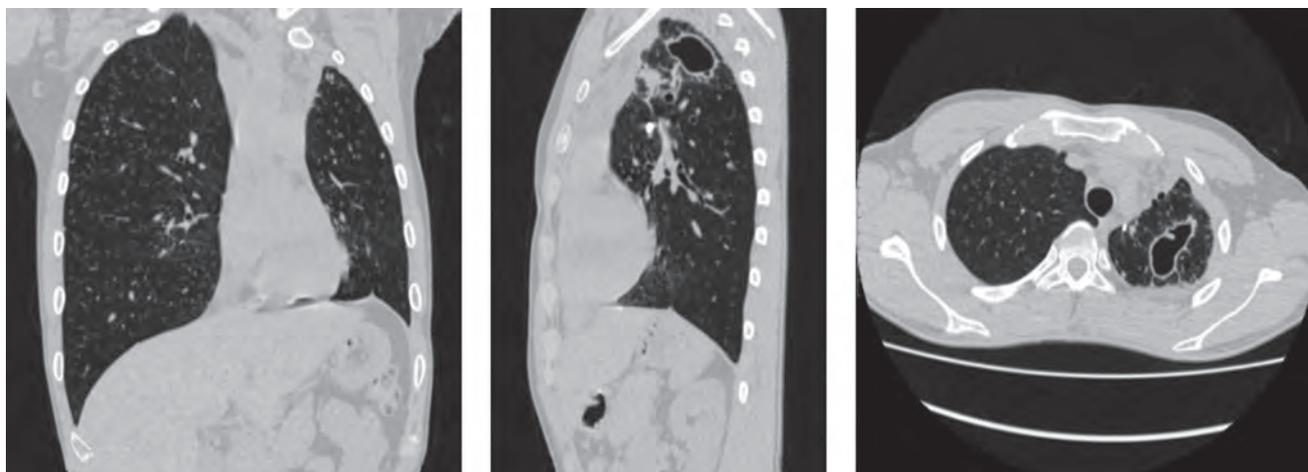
МСКТ ОГК при поступлении (22.08.2017)
